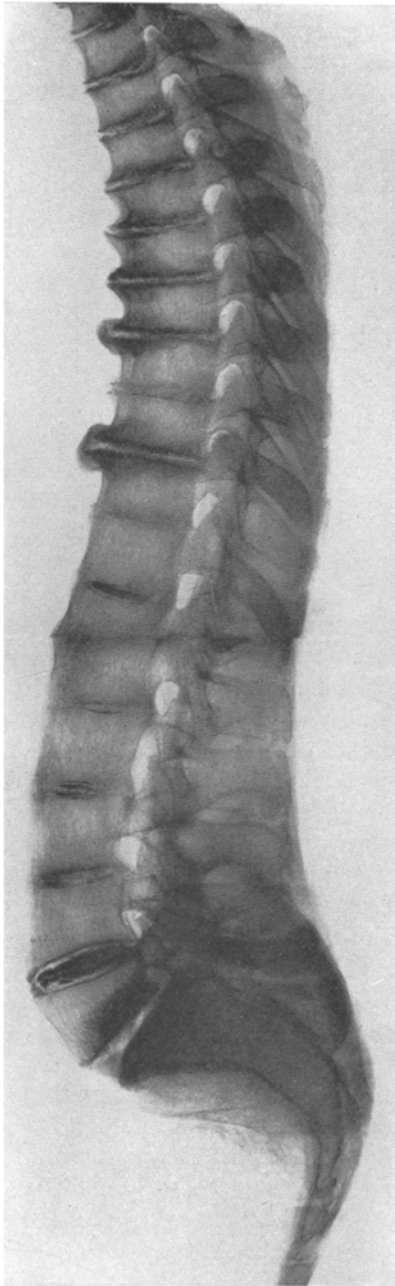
Röntgenaufnahme der Wirbelsäule vom 1. Brustwirbel an: Im Brustabschnitt Randwulstbildungen. Im Lendenwirbelabschnitt Synostosen. Osteoporose der knöchernen Substanz.
